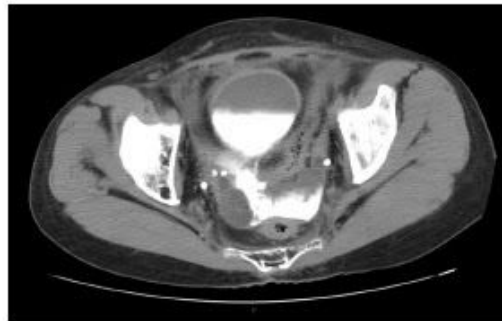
Tomografía abdominal contrastada. Muestra filtración del contraste de la vejiga a la cavidad peritoneal.
